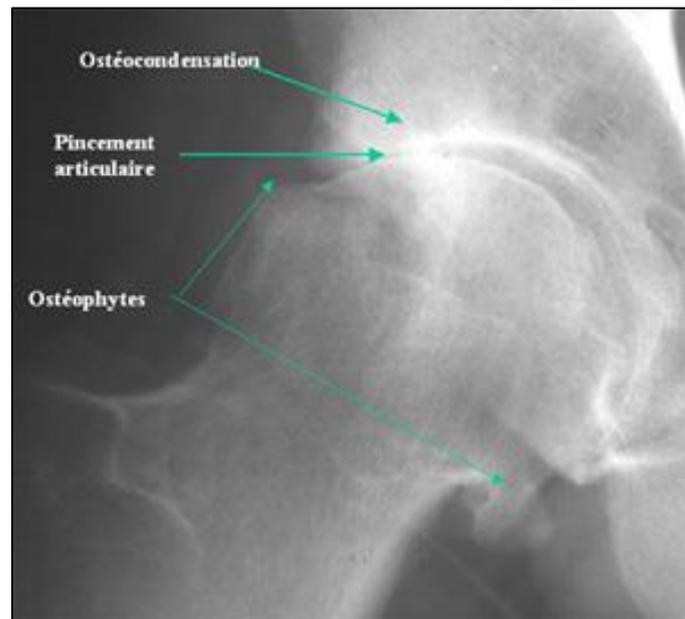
Radiographie d'une articulation arthrosique⁷
